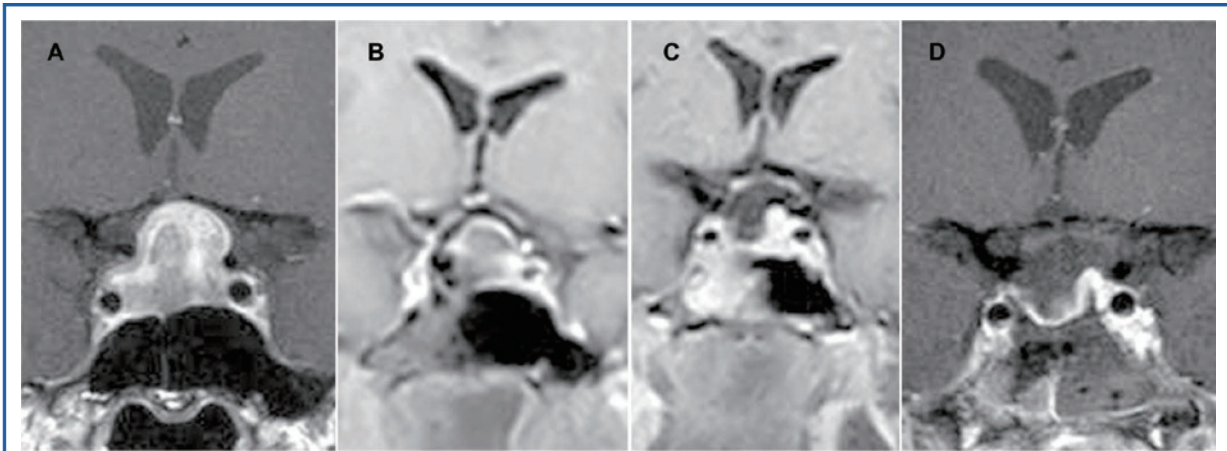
A 63-year-old woman with a pituitary adenoma presented with homonymous hemianopsia. Residual tumor was identified with the magnetic resonance imaging system, and additional resection was performed. A, preoperative coronal T1-weighted MRI with gadolinium enhancement. Phillips Achieva-X 3.0 T (Phillips Healthcare, Andover, Massachusetts), image-sequence parameters: repetition time (TR), 500 ms; echo time (TE), 15 ms; field of view (FOV), 14×24.7 cm; matrix, 256×256 ; slice thickness, 2.5 mm; intergap, 0.5 mm. B, the first intraoperative image (T1-weighted, gadolinium enhanced) showed that almost all the tumor had been removed, but a good amount of residual tumor was identified. Image sequence parameters: TR, 320 ms; TE, 7.20 ms; FOV, 20×35.2 cm; matrix, 194×256 ; slice thickness, 3.6 mm; intergap, 0.36 mm. C, the second intraoperative image showed satisfactory resection. The image was obtained under the same conditions as in B. D, the postoperative image showed nearly complete resection of the tumor. Achieva-X 3.0 T, image sequence parameters: TR, 532.7 ms; TE, 15 ms; FOV, 24.7 cm; matrix, 448×353 ; slice thickness, 2.5 mm; intergap, 0.5 mm.
